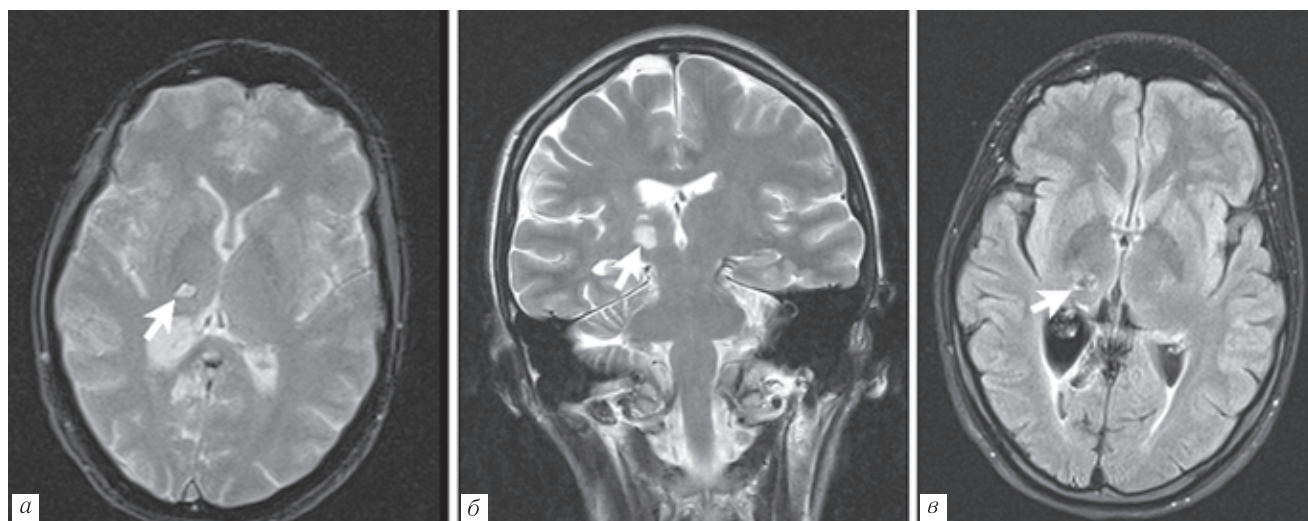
Данные МРТ головного мозга пациентки Н., 27 лет: а, б — режим T2-взвешенного изображения, в — FLAIR; стрелкой указан очаг кистозно-глиозных изменений в зоне перенесенного ОНМК
